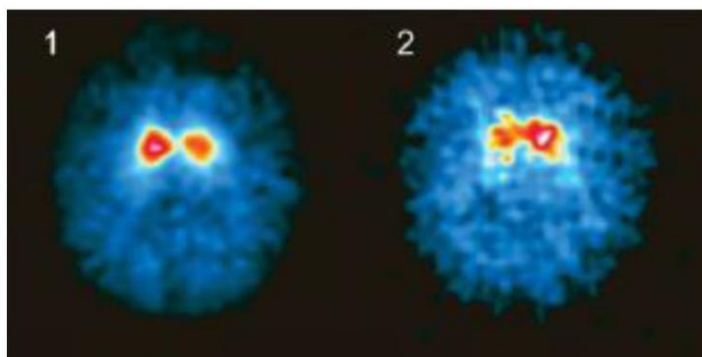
Examinările DAT-SPECT (^{123}I - β -CIT), la 2 pacienți cu boală Parkinson. Secțiuni axiale SPECT la nivelul striatului
